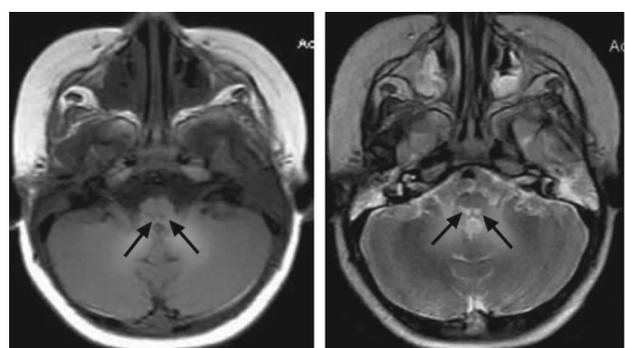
头颅MRI T1及T2相影像图 箭头所指为桥脑后部左右对称的异常信号影。
